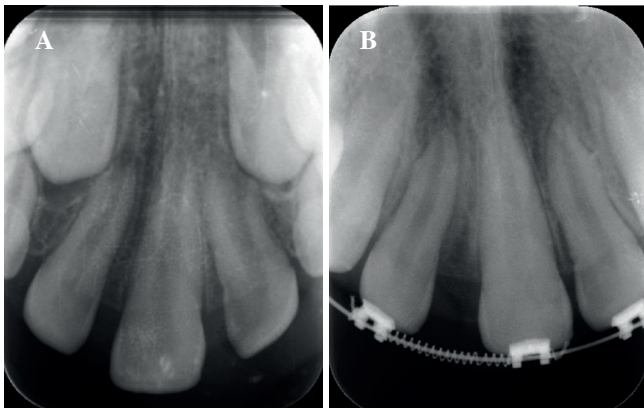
Periapical X-ray showing the solitary central incisor in the midline for space opening evaluation with brackets (A); periapical X-ray showing brackets in the upper arch with a space-opening coil in the 1.1 area (B).
